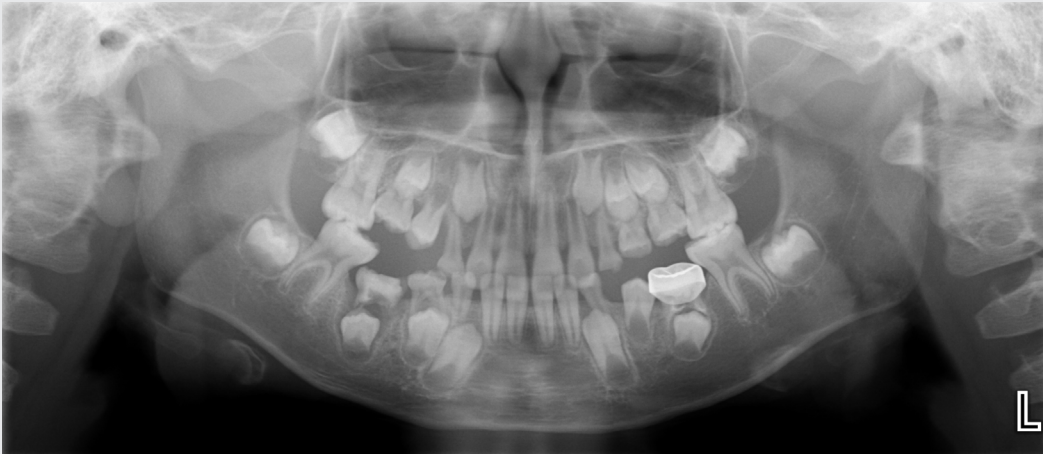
Initial panoramic radiograph. The permanent successor of primary molars was present.
